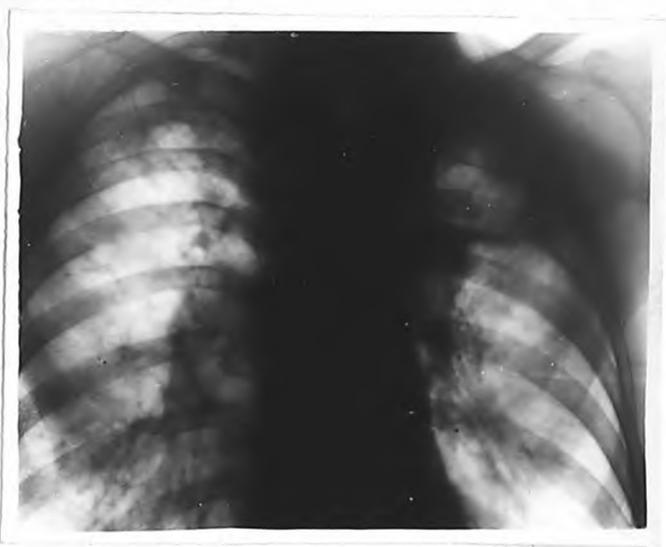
Рентгенограмма 6-го П. Через 18 лет.
